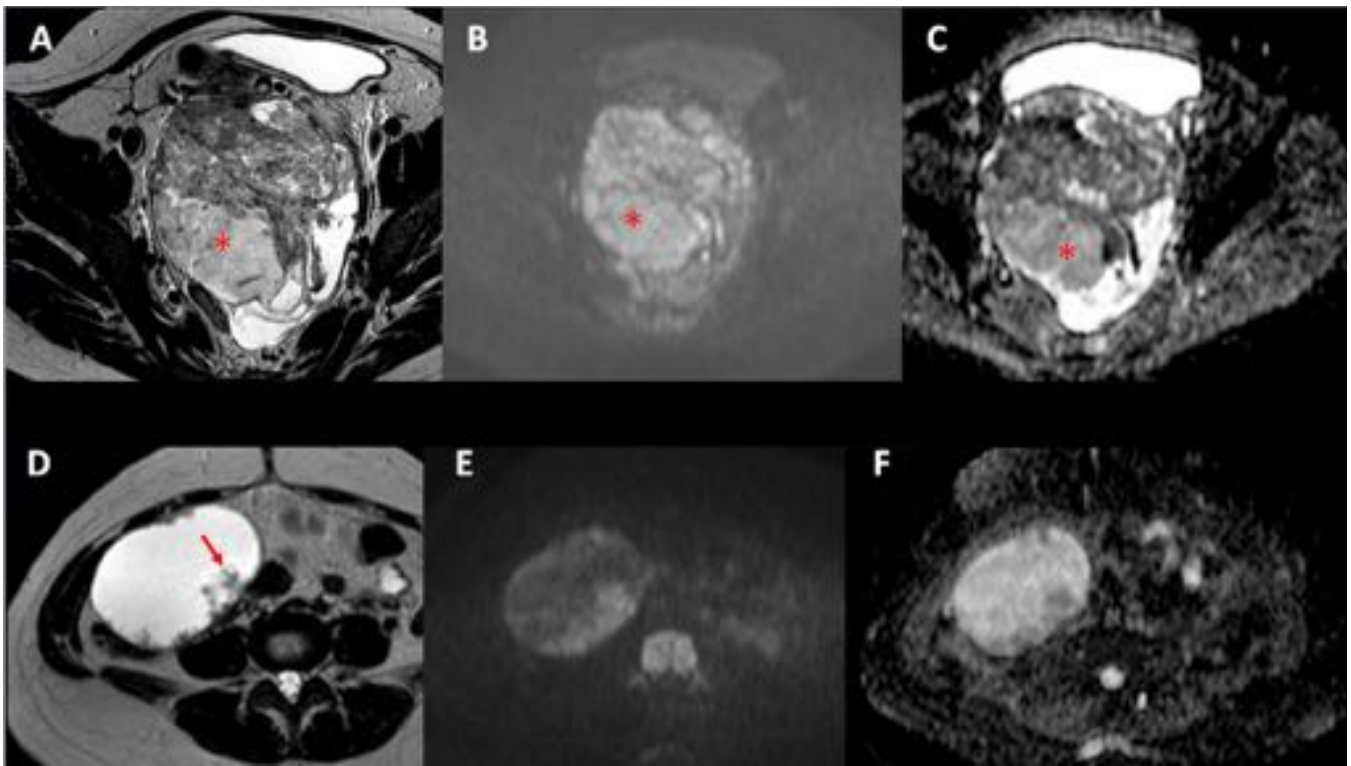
Lesiones complejas de ovario con signos que descartan benignidad. A: RM T2 que muestra masa con componente sólido hiperintenso (asterisco). B y C. Imagen de difusión b 1000 y mapa de ADC, respectivamente, con componente sólido hiperintenso en difusión y bajo ADC (asterisco). D: RM T2, con lesión ovárica solidoquística que presenta proyecciones papilares (flecha), que en difusión con b 1000 (E) y mapa de ADC (F) presentan restricción al movimiento del agua, a diferencia del componente líquido.
